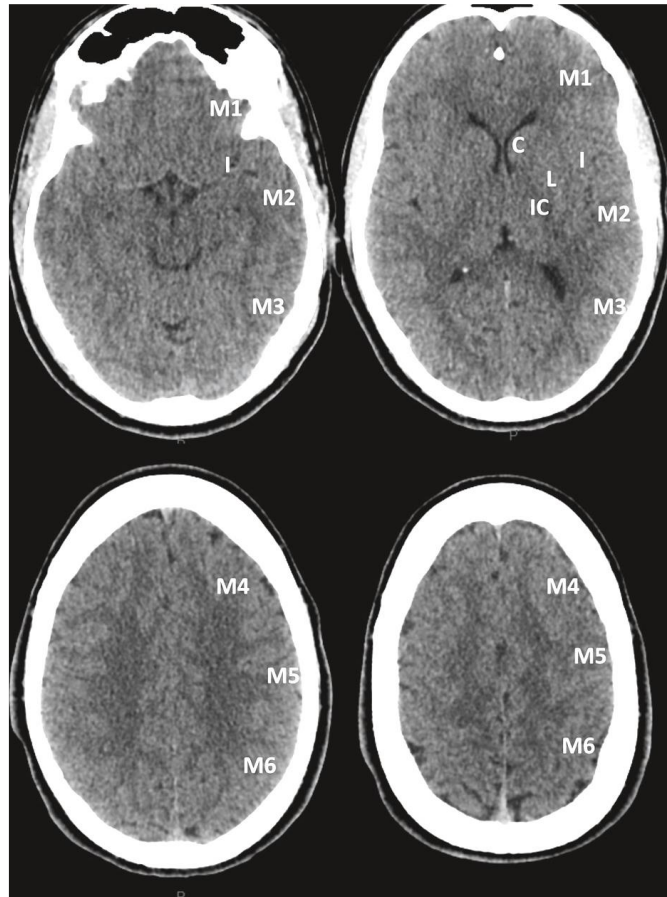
TDM cérébrale sans injection en coupes sériées
